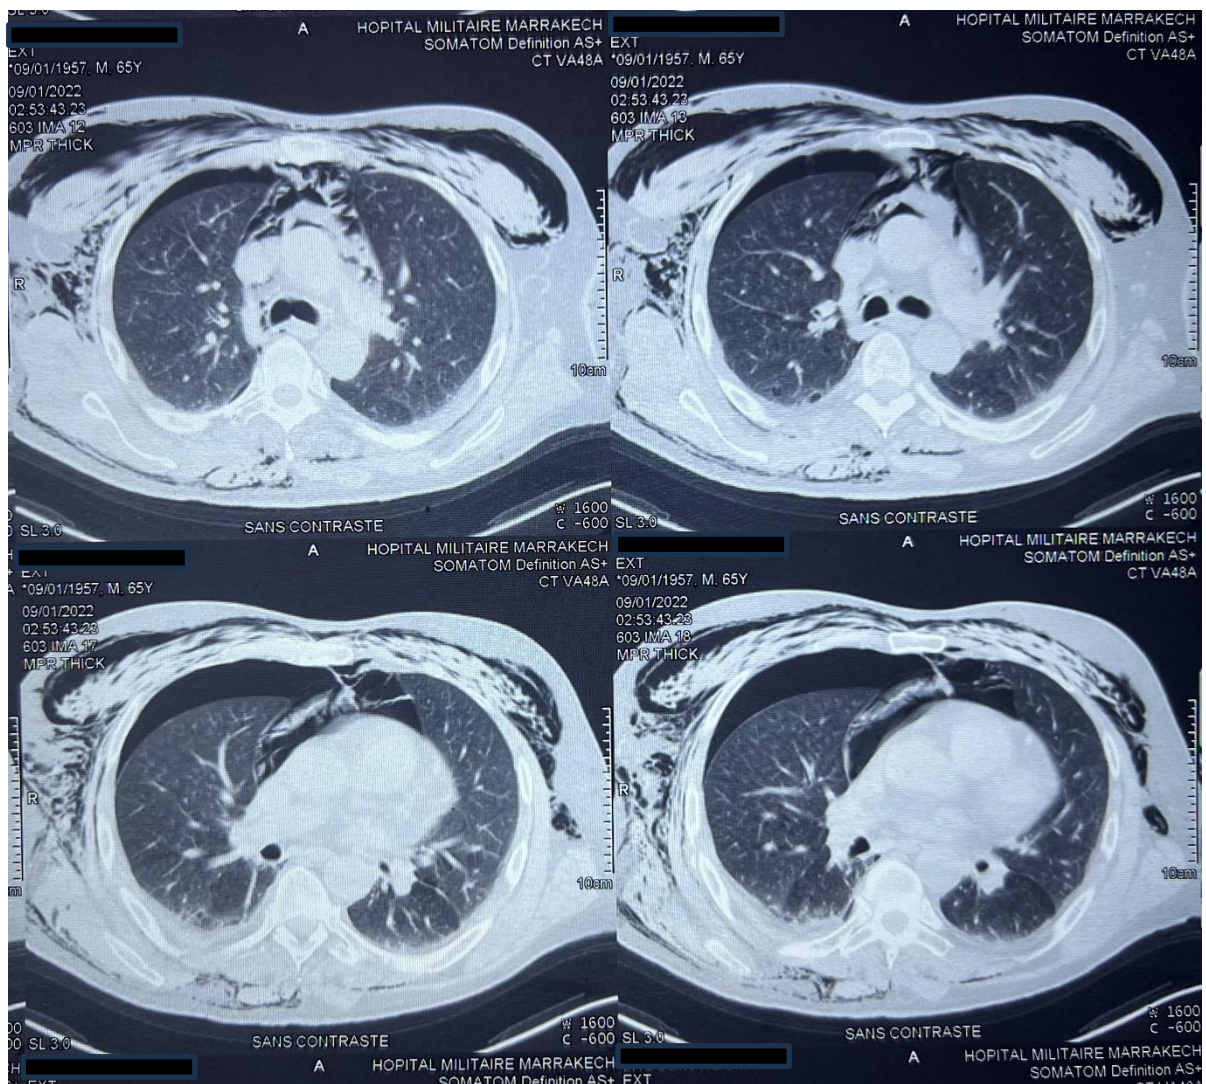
TDM thoracique objectivant un pneumo médiastin de faible abondance associé à un pneumothorax droit de moyenne abondance , à noter un emphysème sous cutané pariétal diffus chez un patient victime de TTF , Hôpital Militaire Avicenne .
